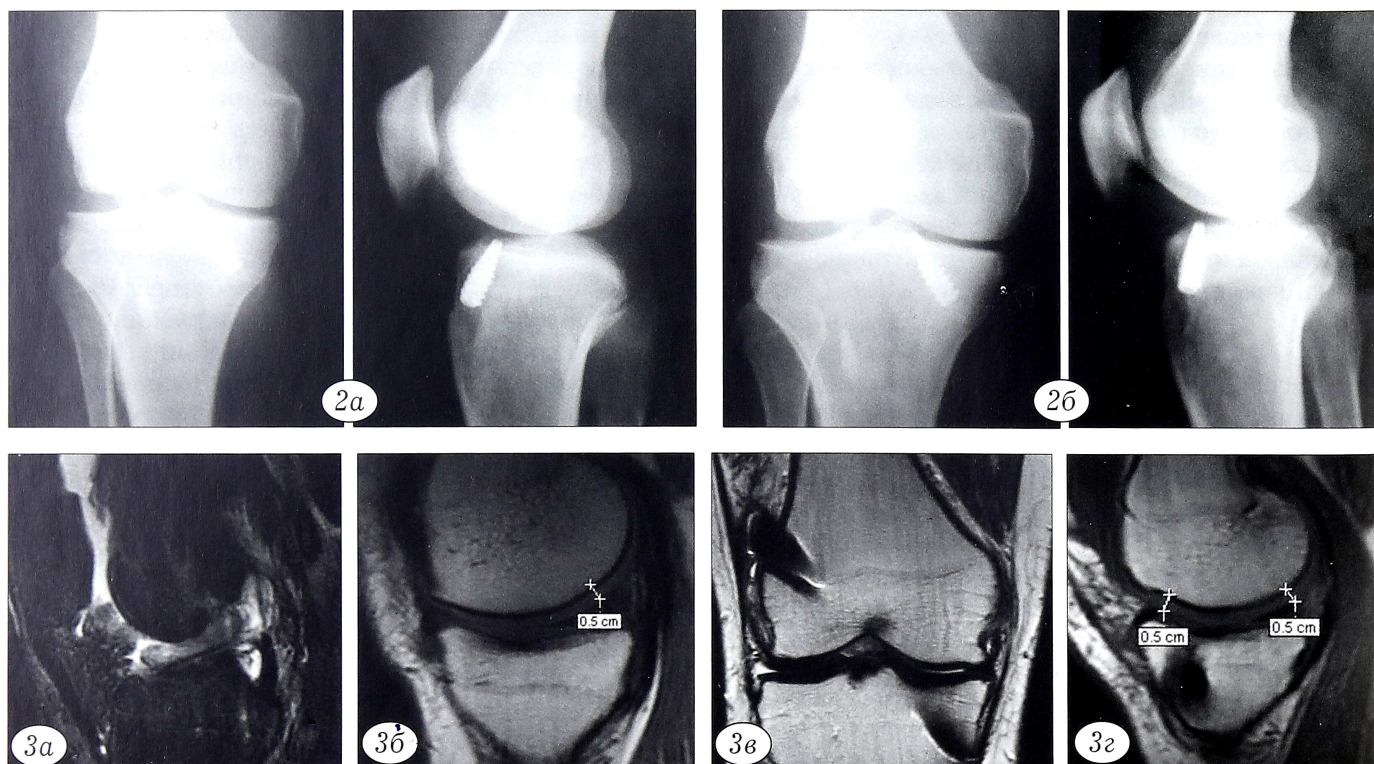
Рентгенограммы больного А. 44 лет после эндопротезирования ПКС (а) и спустя 1,5 года после операции (б).
